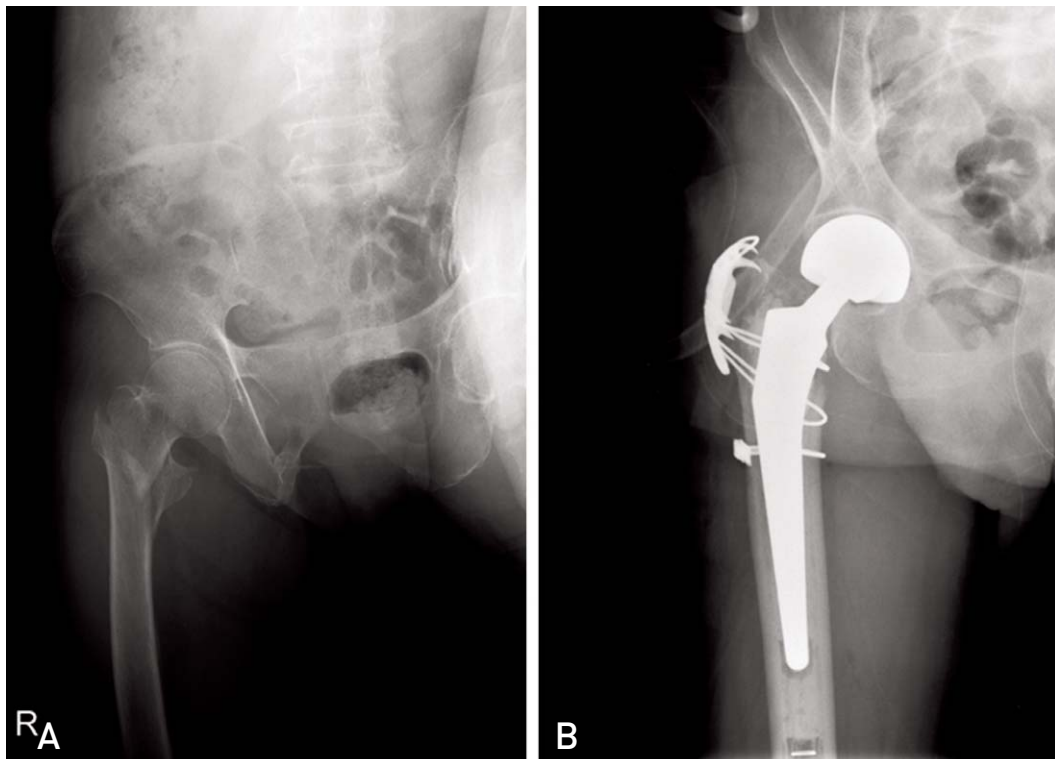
A 80-year-old female with right hip pain. (A) Radiograph of initial evaluation show comminuted intertrochanteric fracture with underlying osteoporotic change. Cortical bone of the proximal femur is thin and the medullary canal is wide. (B) Bipolar hemiarthroplasty using cement stem was done with additional fixation.
